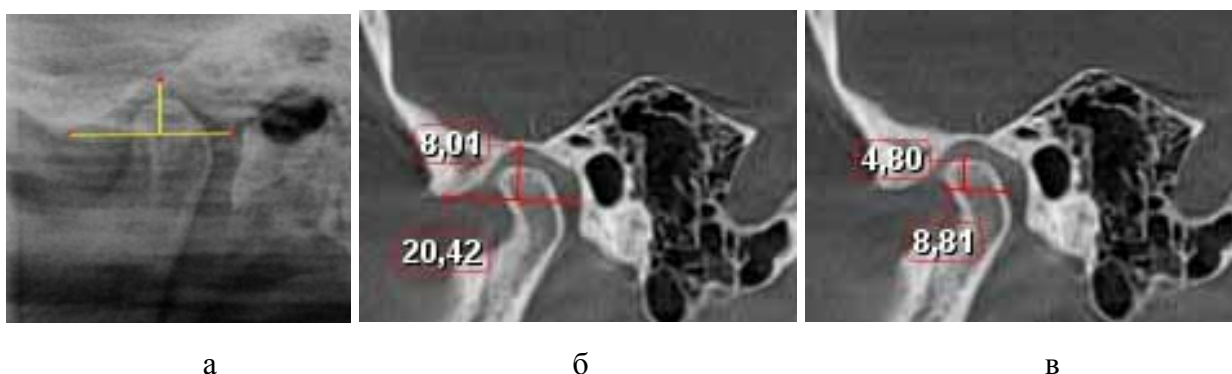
Рентгенограмма (а) и томограмма ВНЧС с размерами суставной ямки (б) и суставной головки (в) при протрузии резцов
